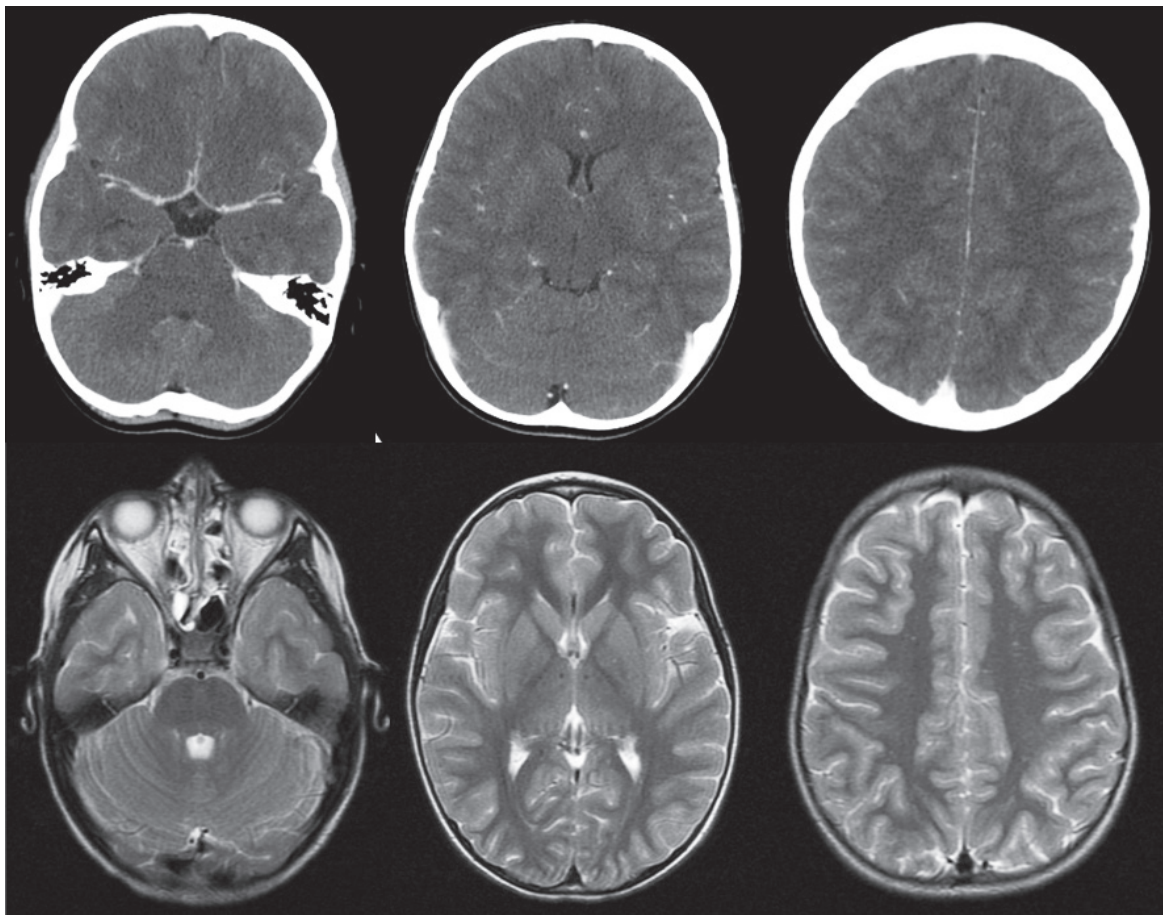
Resonancia cerebral de ingreso del paciente.
